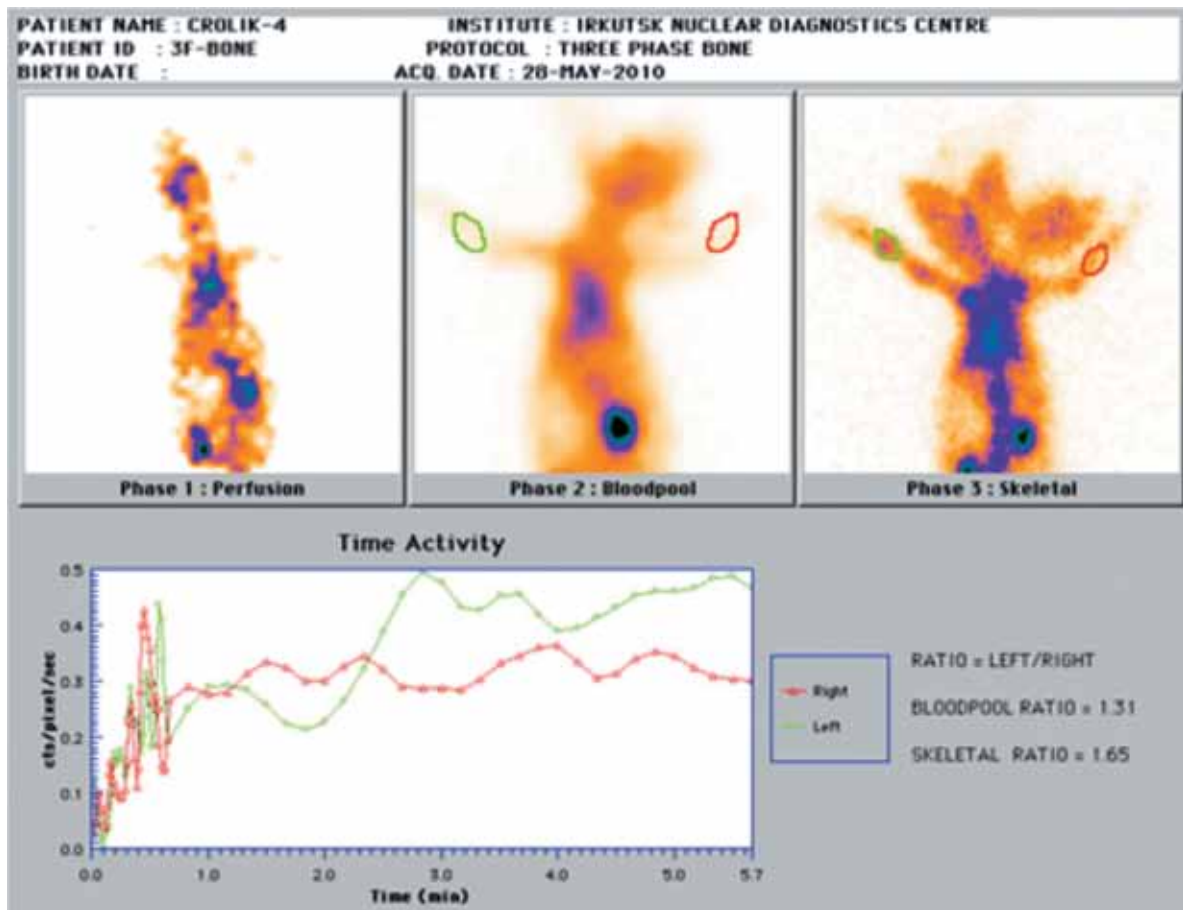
Остеосцинтиграмма. Кролик № 4 (группа 2, 20 суток фиксации)
